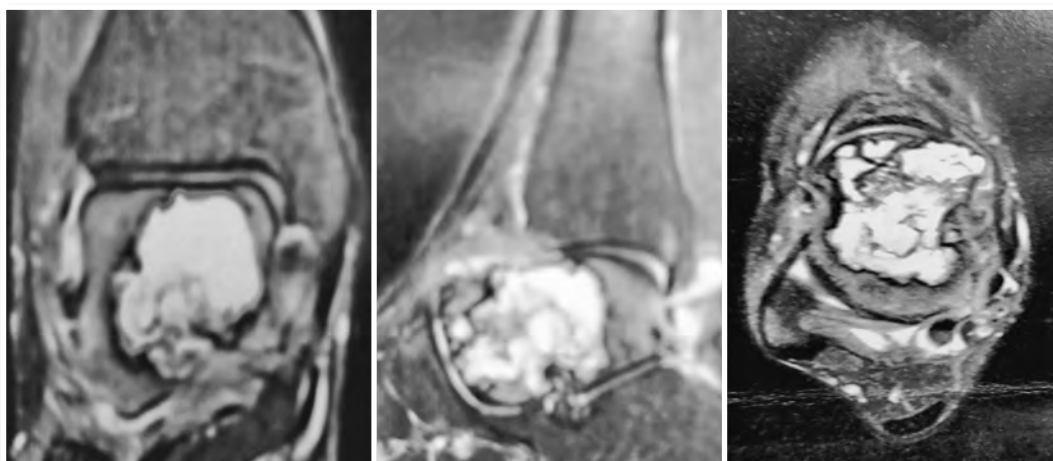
Ressonância magnética mostrando a extensão e agressividade da lesão
